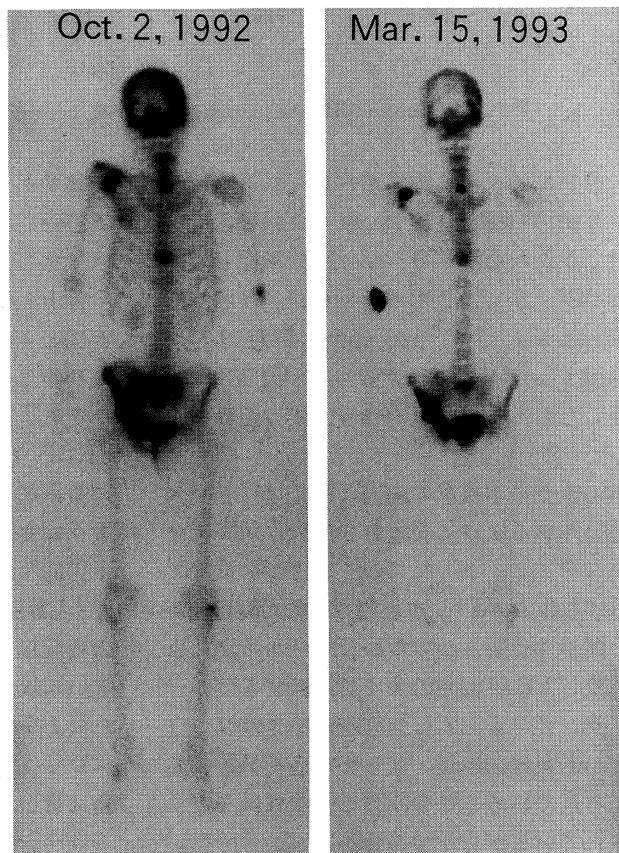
Bone scintigram using 99m Tc-MCP
